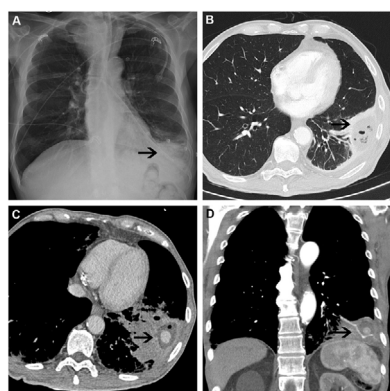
A) La radiografía de tórax muestra la sonda nasogástrica (SNG) con el extremo distal de la misma (flecha) en LII, así como infiltrado alveolar. B) La TC de tórax objetiva en LII un área consolidativa con una imagen hipodensa y burbujas aéreas en su interior (flecha) sugestivas de neumonía necrosante. C,D) Los cortes axial y coronal, respectivamente, de la TC de tórax muestran consolidación cavitada en LII (flecha) con imagen de sangrado activo en su interior.
